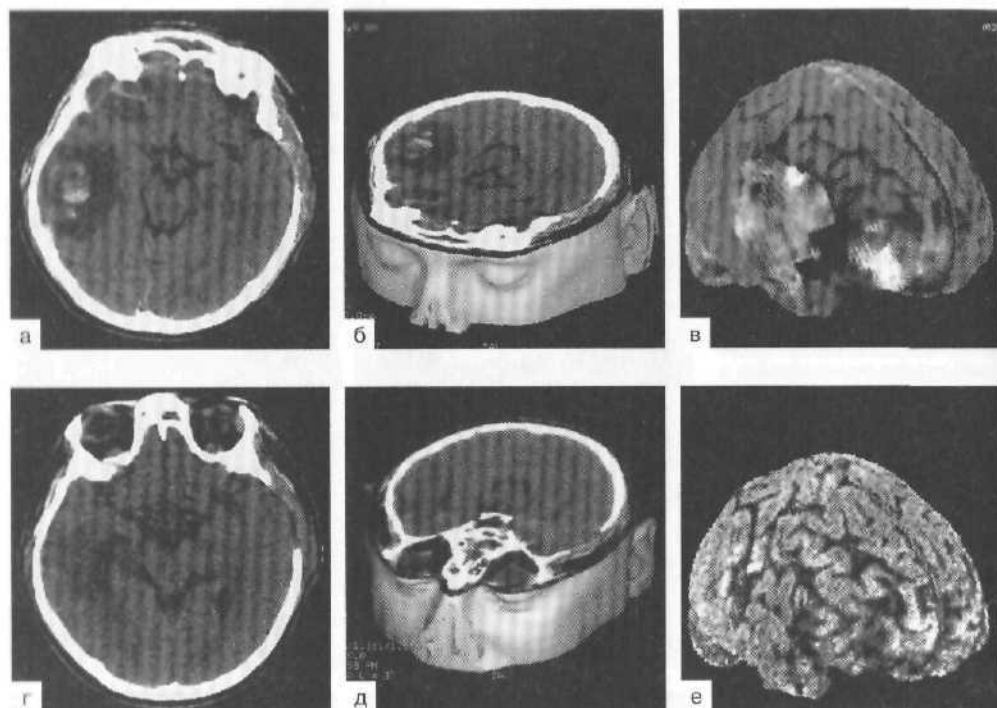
Компьютерные томограммы. Тяжелая ЧМТ с формированием множественных очагов ушиба в правом полушарии. Состояние после декомпрессивной трепанации слева, произведенной по месту первичной госпитализации.
